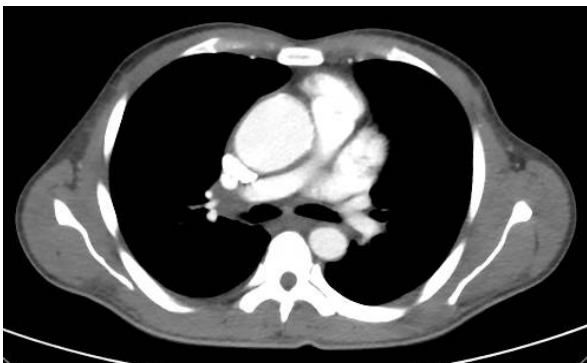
Corte axial angiotomografía de tórax de paciente 1.
